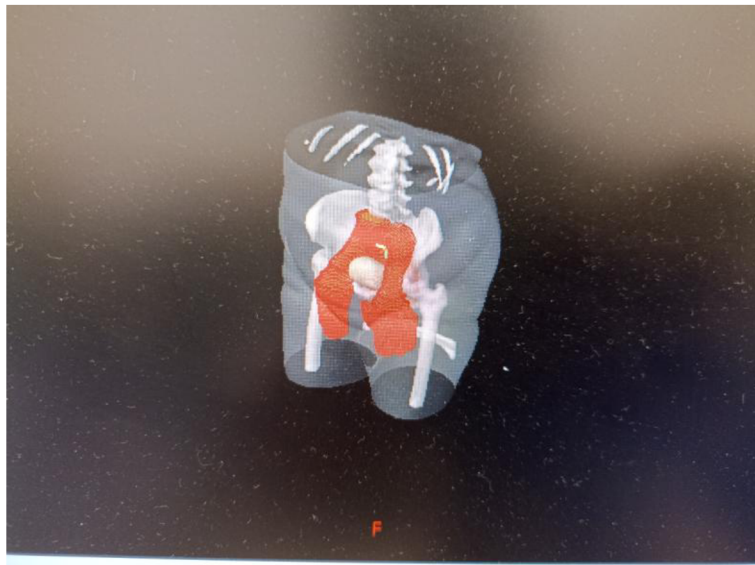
PET/CT zobrazenie u nádoru rekta
